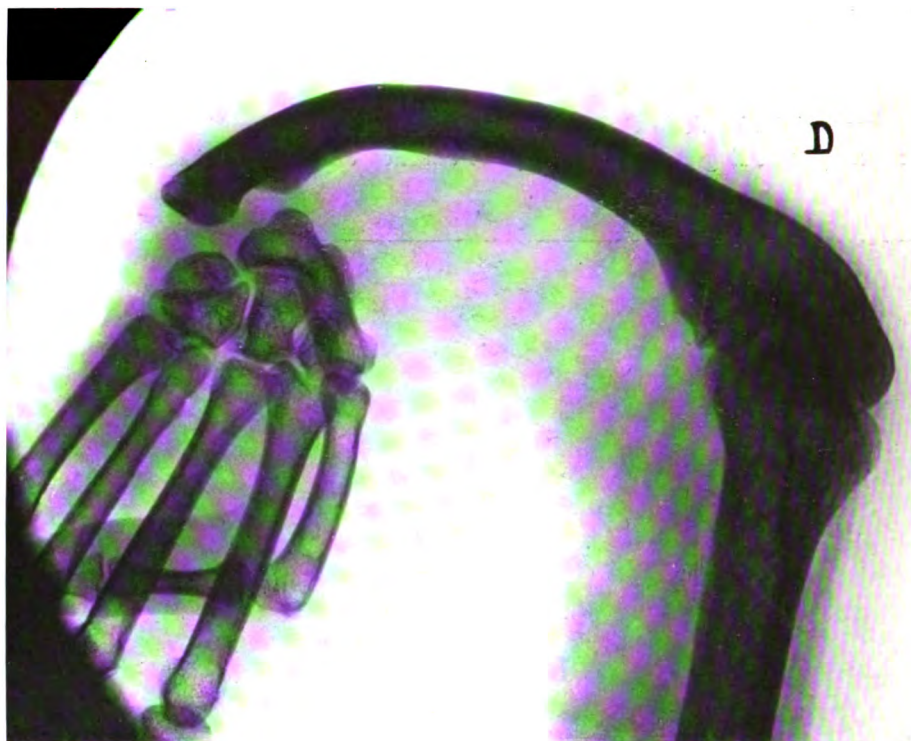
Poignet droit. Radiographie prise face dorsale-plaque.
